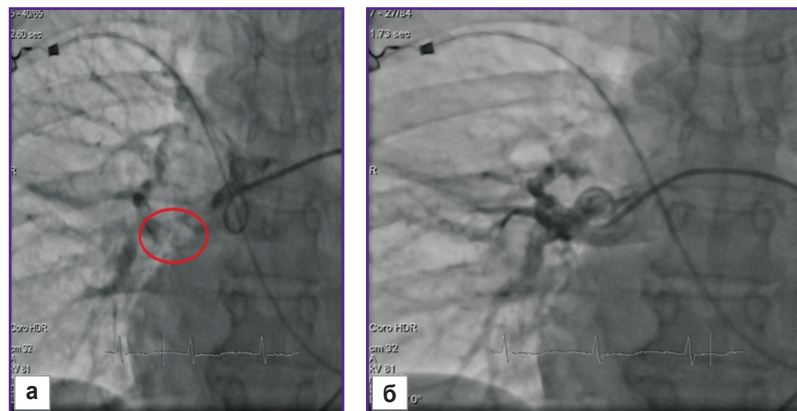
Введение ротационного катетера pigtail (а) и фрагментация тромбоемболов в легочных артериях под рентгенэндоваскулярным контролем кровотока (б)
